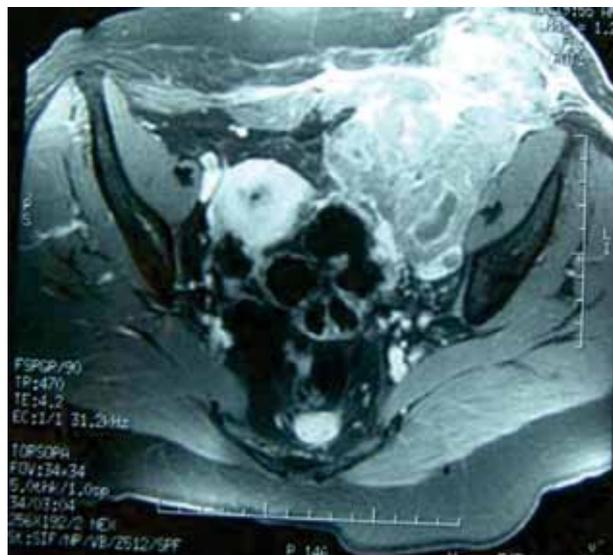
Ressonância magnética de abdome demonstrando lesão infiltrativa de partes moles na região inguinal esquerda.
